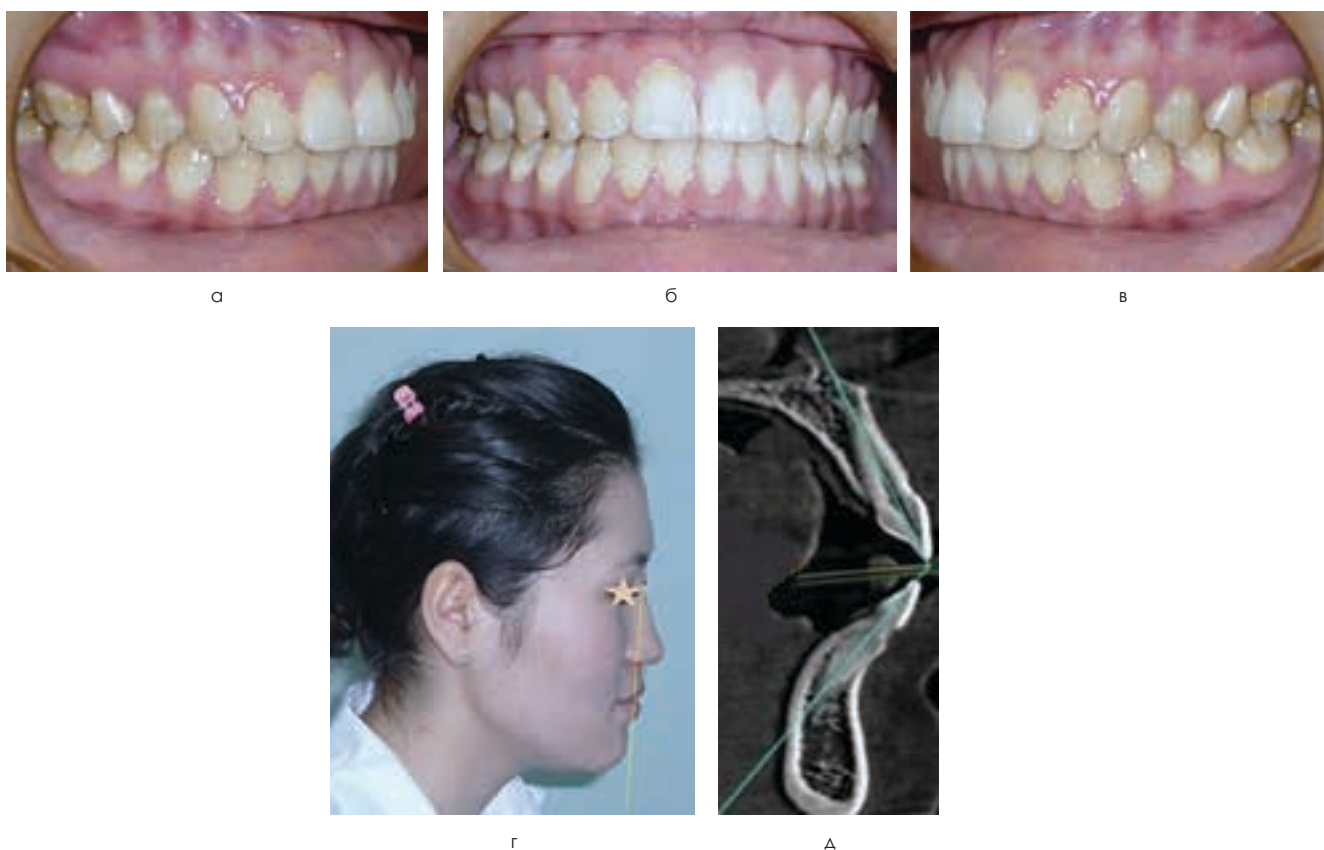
Окклюзионные взаимоотношения (а-в), положение губ (г) и инклинация резцов (д) у пациентов с протрузионным типом зубных дуг
